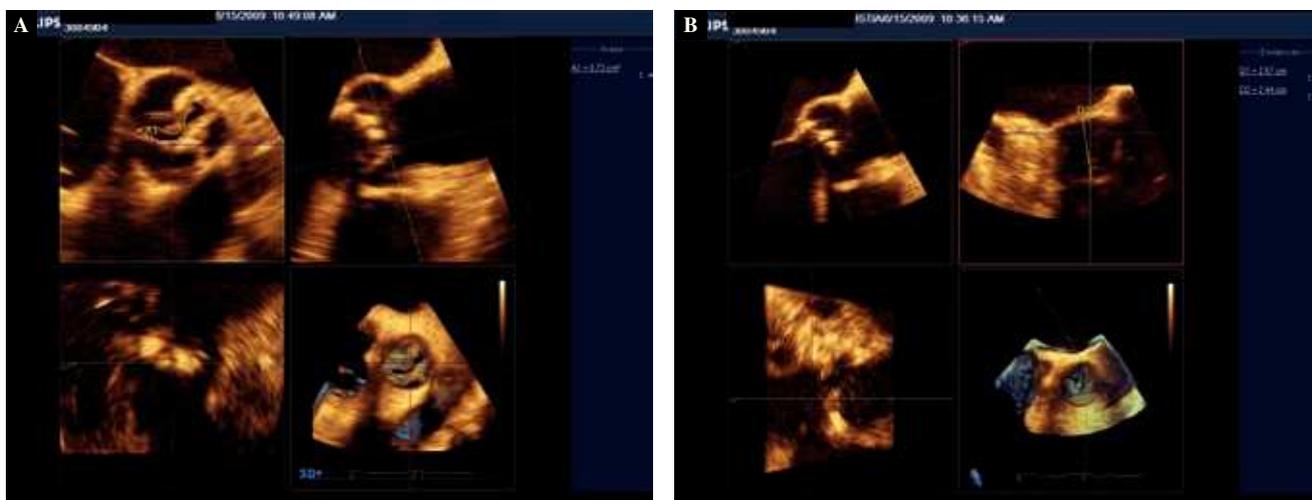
Ejemplos de la utilidad del ecocardiograma 3D en modo MPR en la valoración previa del paciente con estenosis aórtica. A: medición del AVA por planimetría. B: medición del diámetro del anillo valvular.
